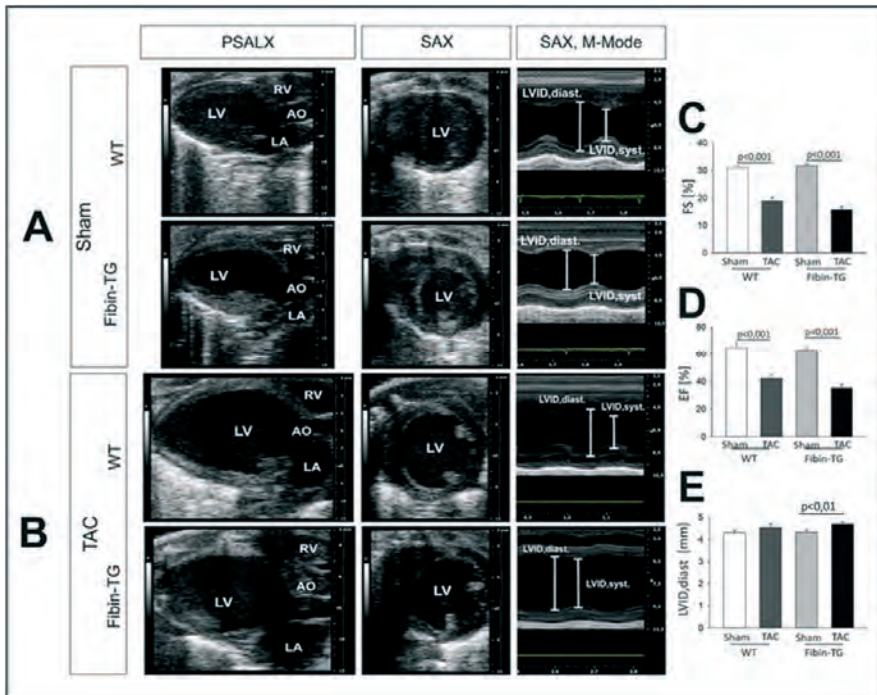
Nach TAC-Operation entwickeln WT-, sowie Fibrin-TG-Mäuse eine Dysfunktion des linken Ventrikels
